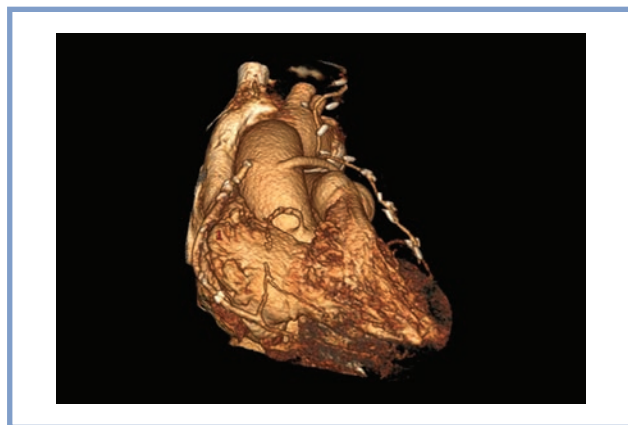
Мультиспиральная компьютерная томография или прямая шунтография. Состояние после коронарного шунтирования.
